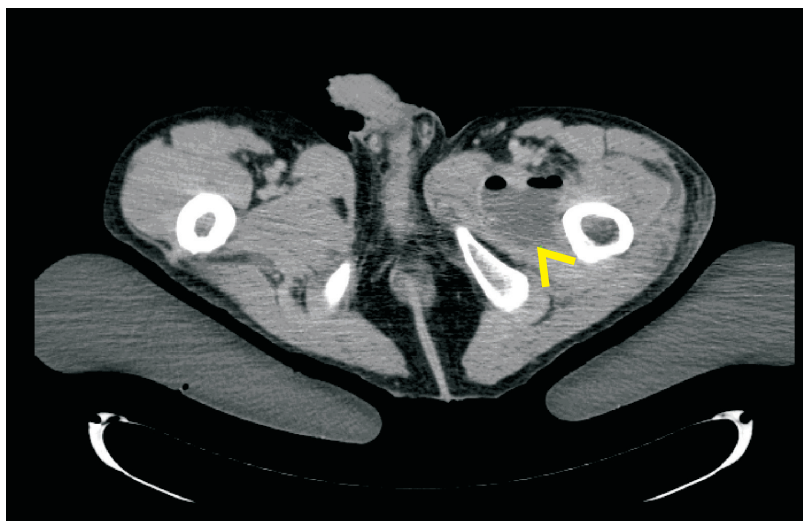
這張CT圖片可以看到左邊大腿內側膿瘍，而且有明顯的空氣存在。
